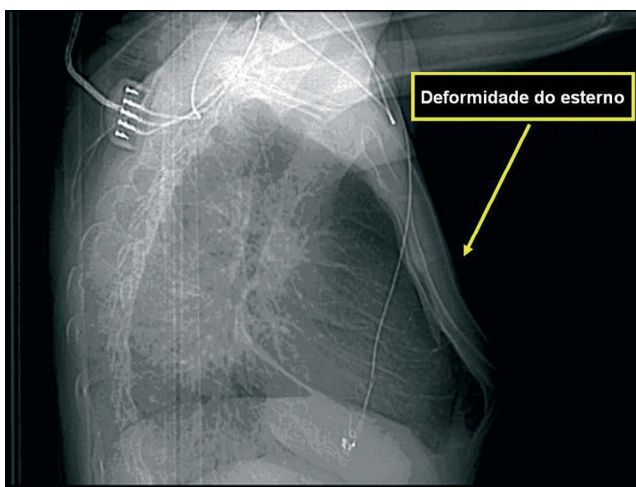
Radiografia de tórax. Perfil. Pormenor da morfologia do esterno.
